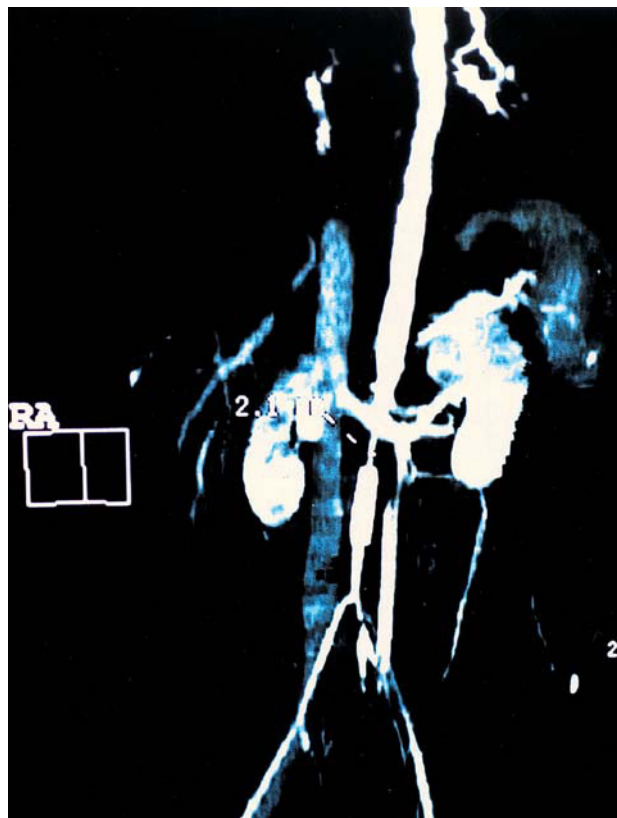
Tomografía helicoidal computarizada en la que se observa la permeabilidad de los *stents* implantados y nuevos segmentos estenóticos en la aorta abdominal localizados en las arterias renales.
